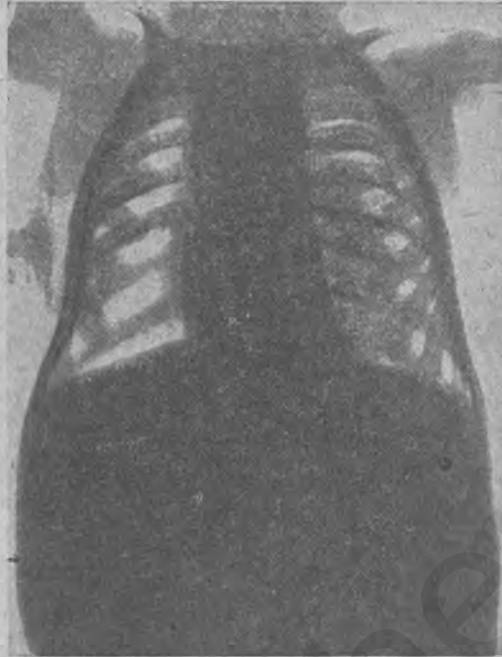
Рентгенограмма при опухолевидном бронхадените у ребенка 3 лет. Грудная клетка рахитическая.
